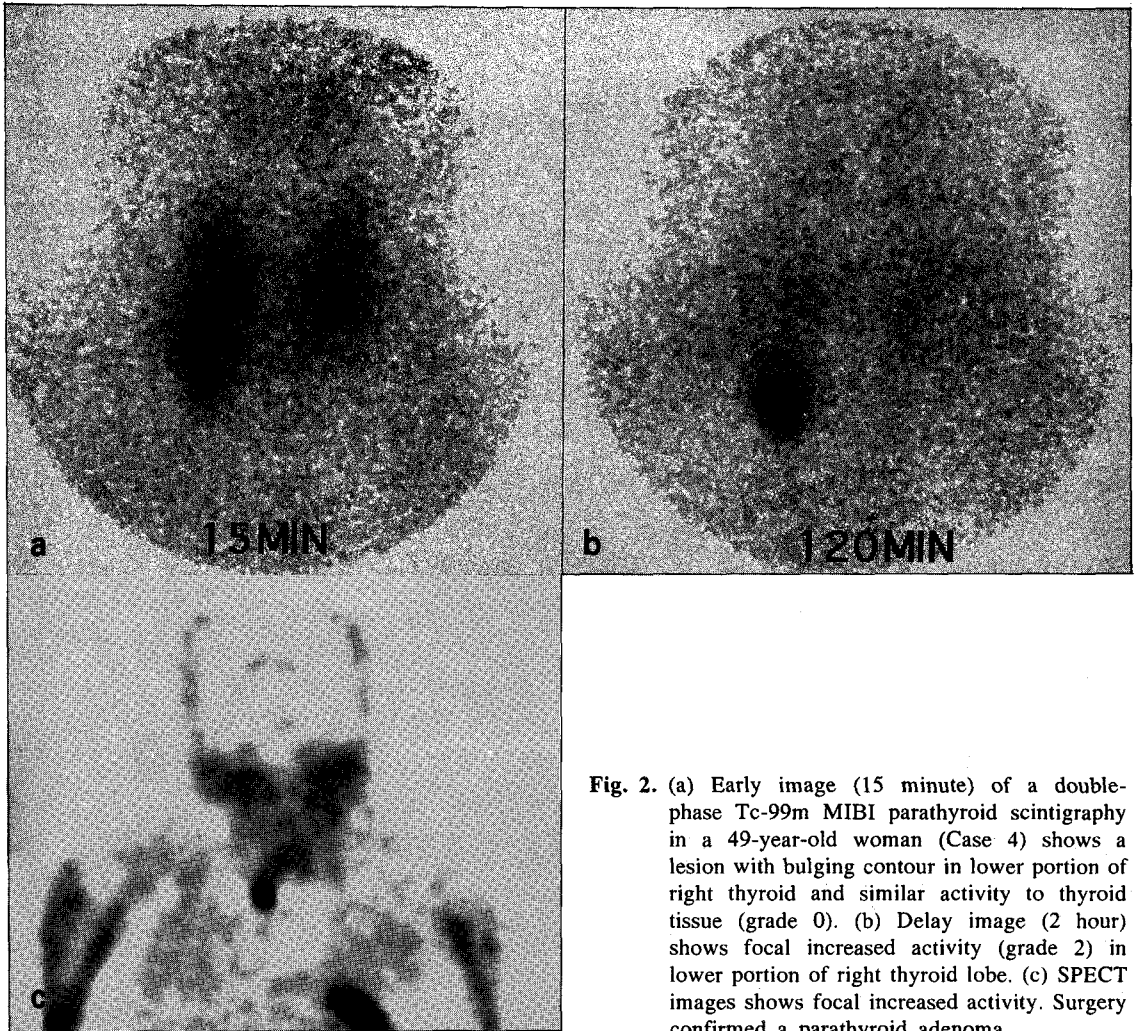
(a) Early image (15 minute) of a double-phase Tc-99m MIBI parathyroid scintigraphy in a 49-year-old woman (Case 4) shows a lesion with bulging contour in lower portion of right thyroid and similar activity to thyroid tissue (grade 0). (b) Delay image (2 hour) shows focal increased activity (grade 2) in lower portion of right thyroid lobe. (c) SPECT images shows focal increased activity. Surgery confirmed a parathyroid adenoma.
